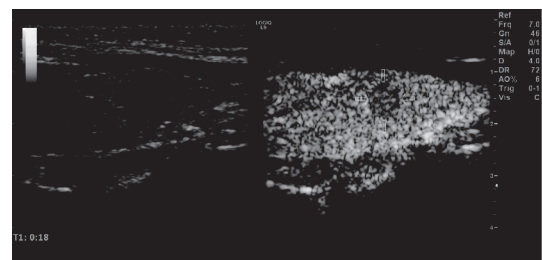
甲状腺乳头状癌超声造影表现为动脉早期(图示造影剂注射后18 s)不均匀低增强
